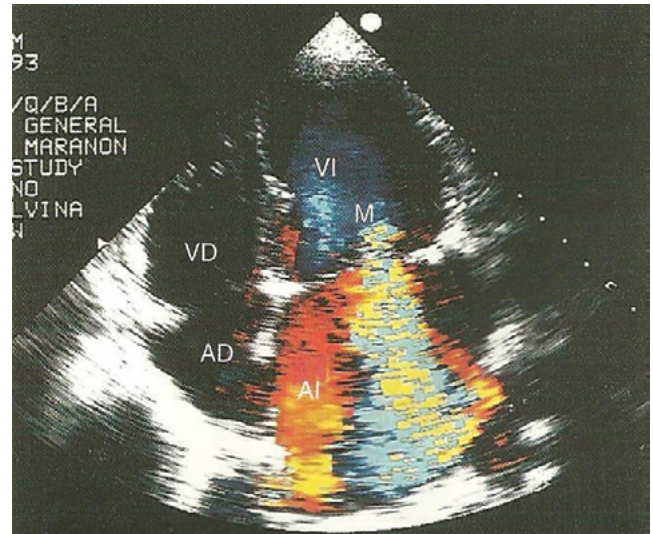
Eco 2D Doppler, corte apical 4 cámaras.
